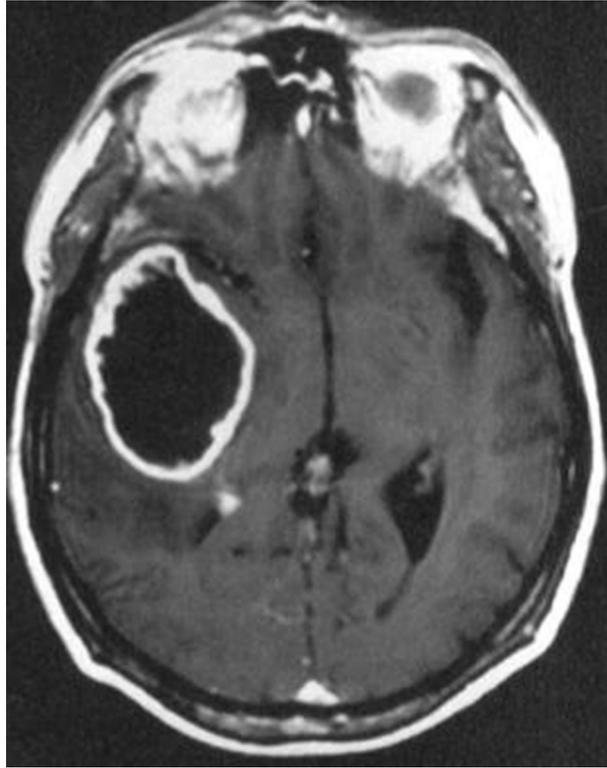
IRM cérébrale séquence T1 après injection de produit de contraste. Lésion intra-axiale temporo-pariétale droite, avec nécrose centrale et prise de contraste périphérique. On pourrait évoquer en diagnostic différentiel radiologique une métastase ou un abcès. Il faut donc tenir compte du contexte clinique qui pourra orienter l'étiologie.
